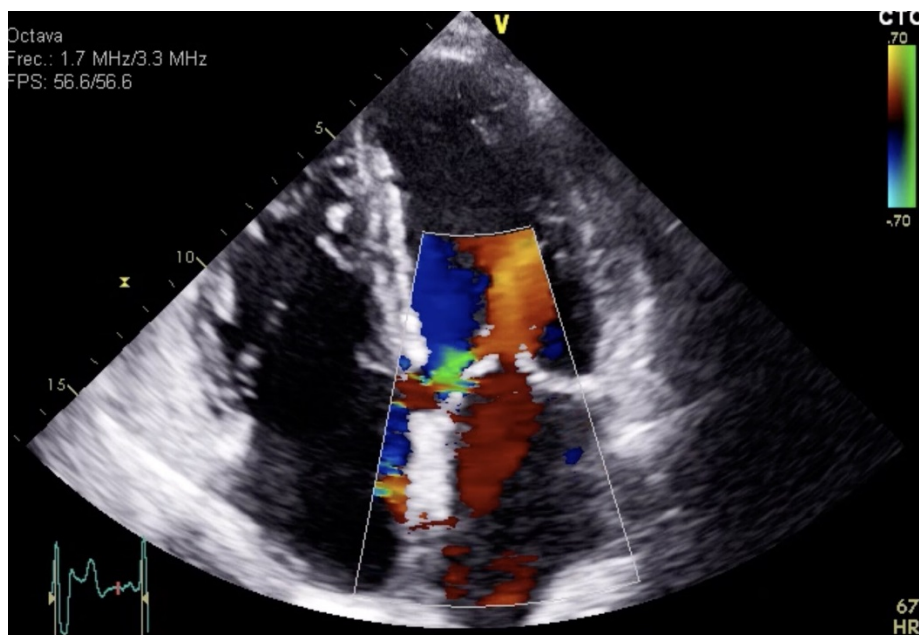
Ecocardiografía que se evidencia defecto de continuidad a nivel del septo interventricular (SIV) inferior basal
